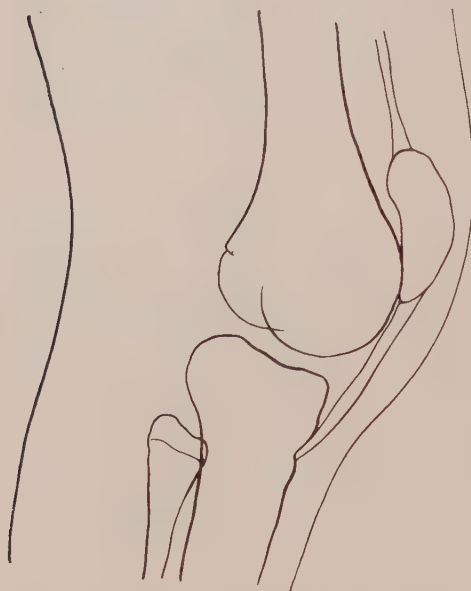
Röntgenpause eines spastischen Knies mit Hochstand der Patella.
